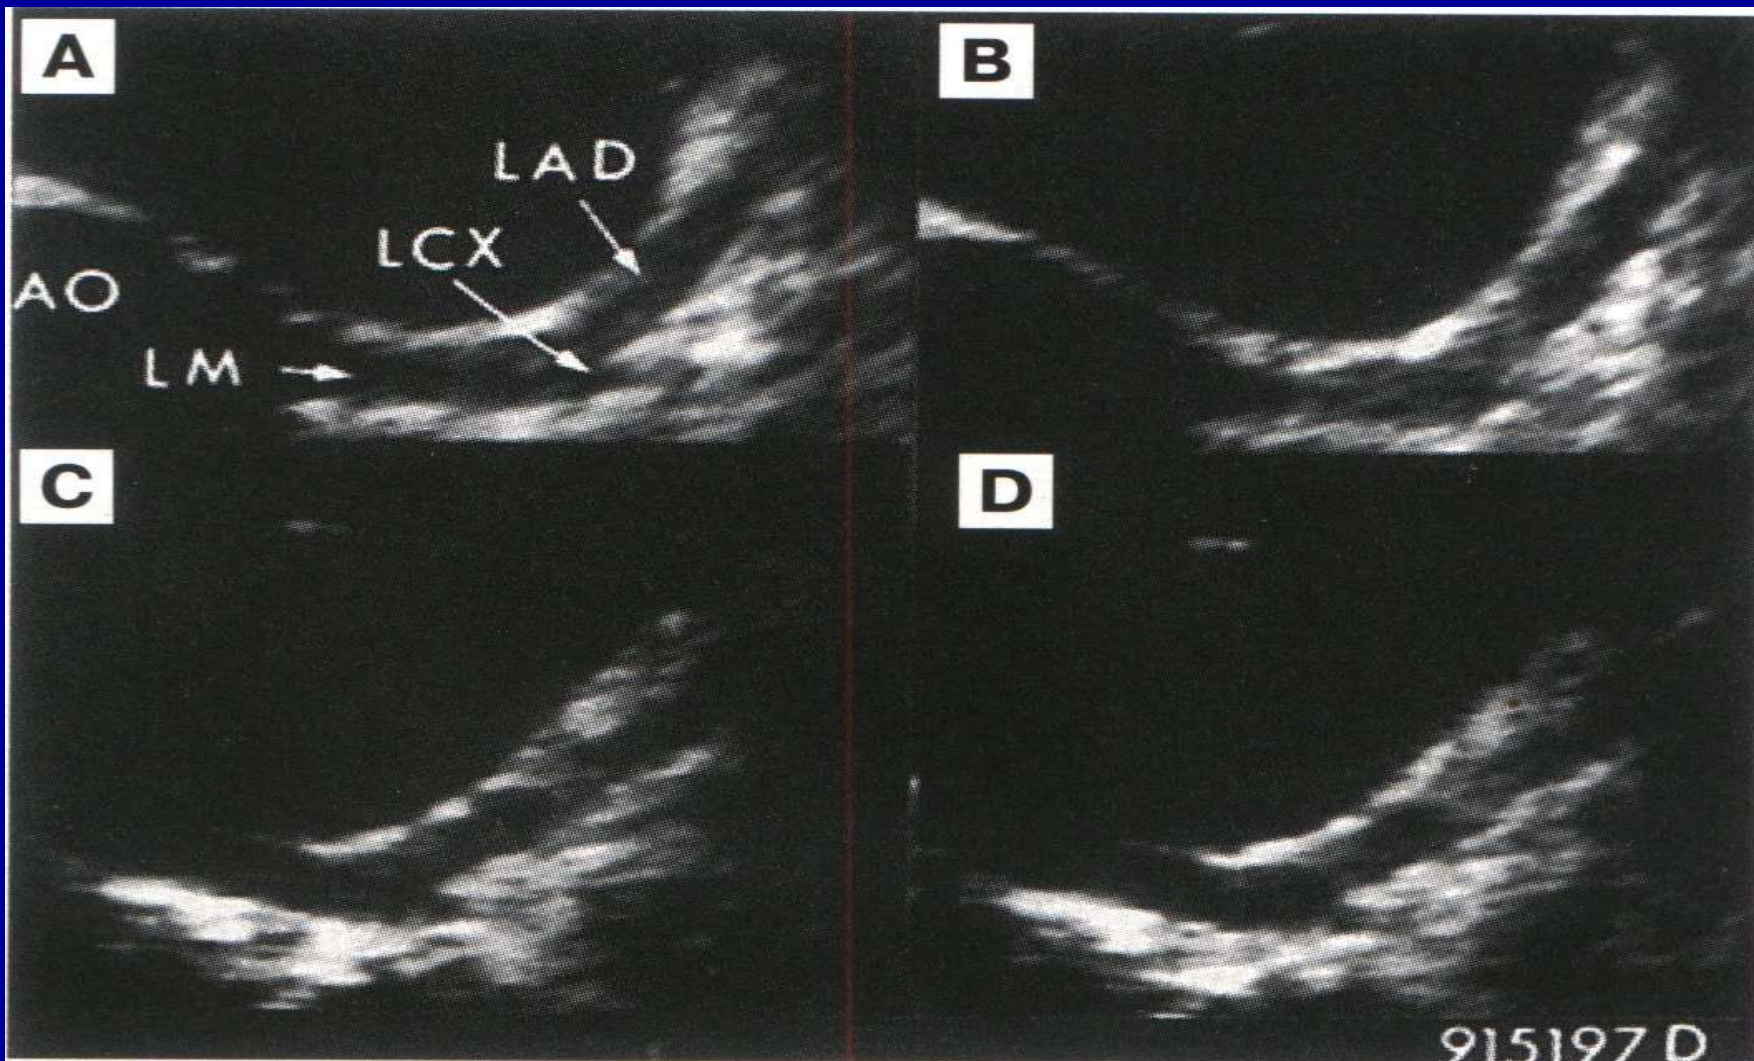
Двухмерные эхокардиограммы в парастеральной позиции по короткой оси при нормальной левой коронарной артерии. АО — аорта; lm — ствол левой коронарной артерии; lсх — левая огибающая; dg — диагональная; lad — левая передняя нисходящая артерия.
